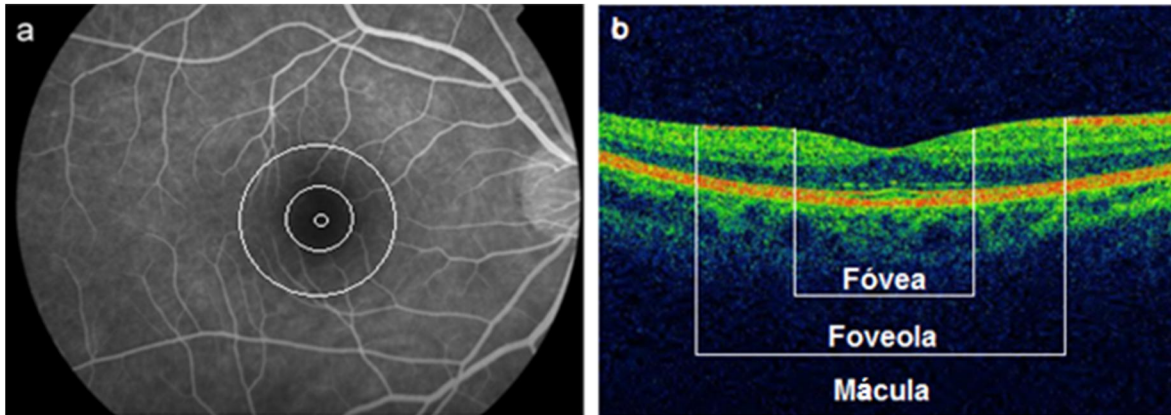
a) Angiografía de fluorescencia ocular donde los círculos concéntricos indican la mácula, la foveola y la fovea de afuera hacia adentro. b) Tomografía de coherencia óptica de la mácula en corte transversal. S. Khandhadia et al. / Immunobiology 217 (2012) 127– 146
